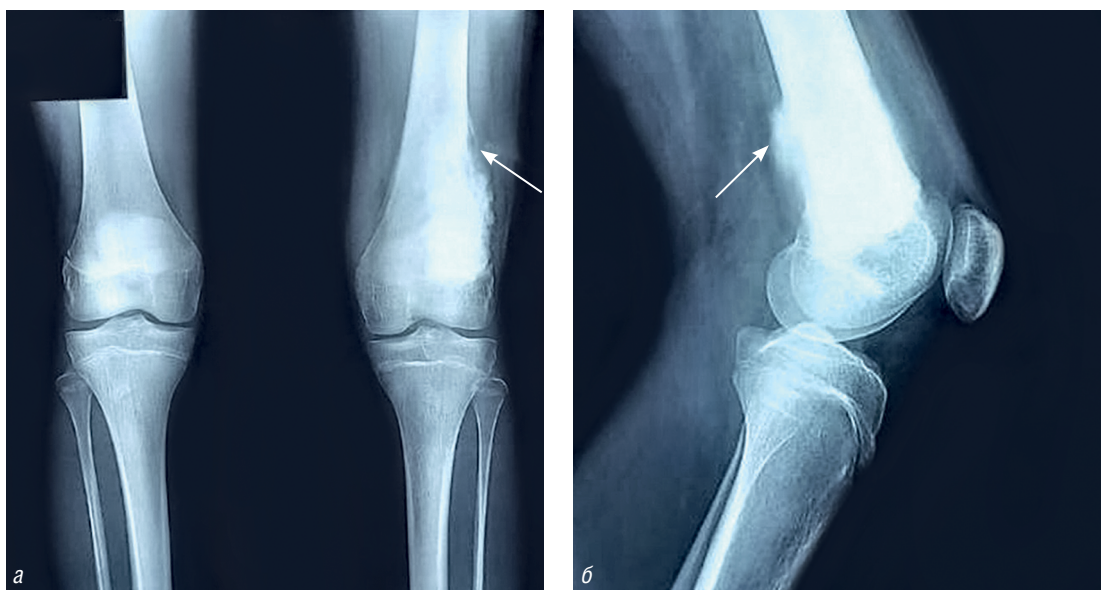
Рентгенограммы коленных суставов в прямой проекции (а) и левого коленного сустава в боковой проекции (б). Признаки патологического костеобразования в проекции метафиза левой бедренной кости (стрелка). В области правого коленного сустава данные, подтверждающие наличие патологических изменений, не получены
